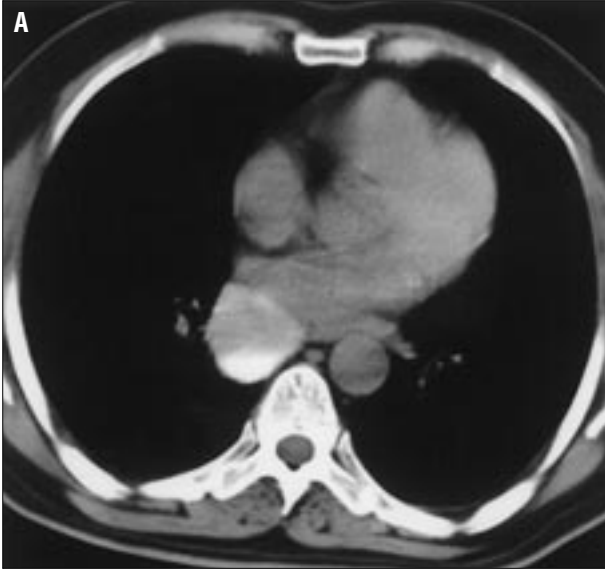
Subkarinal yerleşimli ve BT'de (A) solid görünümde bronkojenik kist (Resim 1'deki olgu). T1 ağırlıklı görüntüde (B) kasla izointens, T2 ağırlıklı görüntüde (C) hiperintens özellik gösteriyor. MRG, sıvı içeriğini belirleyerek BT'de solid görünümdeki kistlerin solid kitlelerden ayırt edilmesinde yararlı bir yöntemdir.
